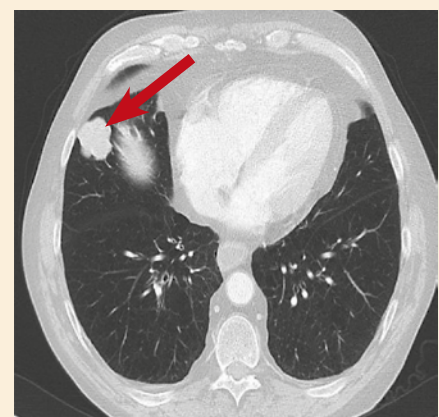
Computertomographie des Thorax, die einen typischen Befund eines Lungen-NET zeigt
